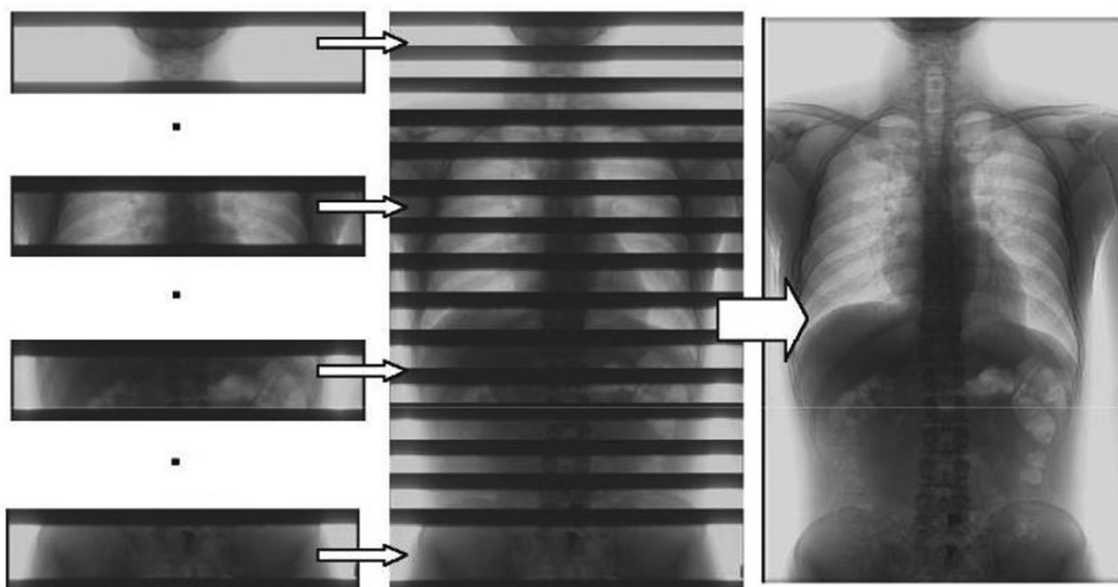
Получение данных слот-рентгенографии и реконструкция полученных срезов [3]
